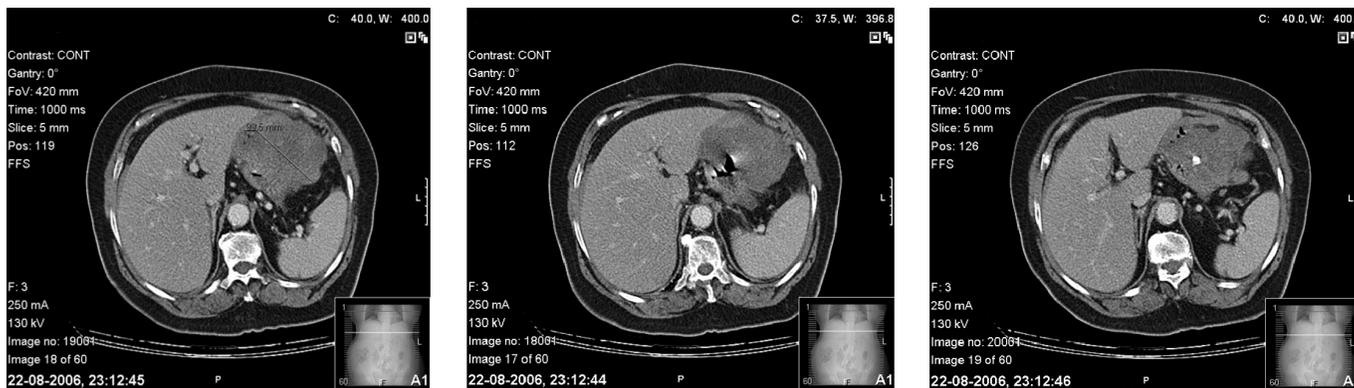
Imagens do TC realizado onde é possível identificar a tumefacção gástrica.
